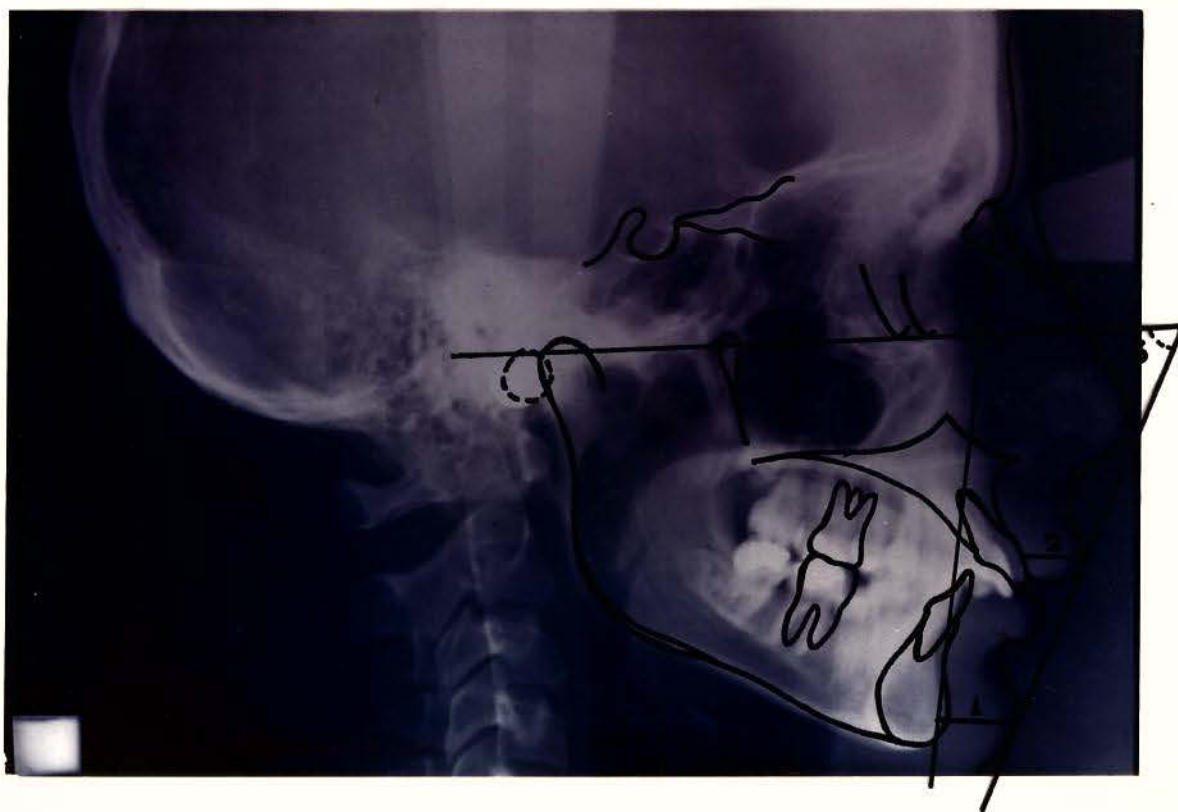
Fotografia da telerradiografia e cefalograma de maloclusão classe II divisão 1 ilustrando as grandezas lineares e a angular consideradas neste estudo.
